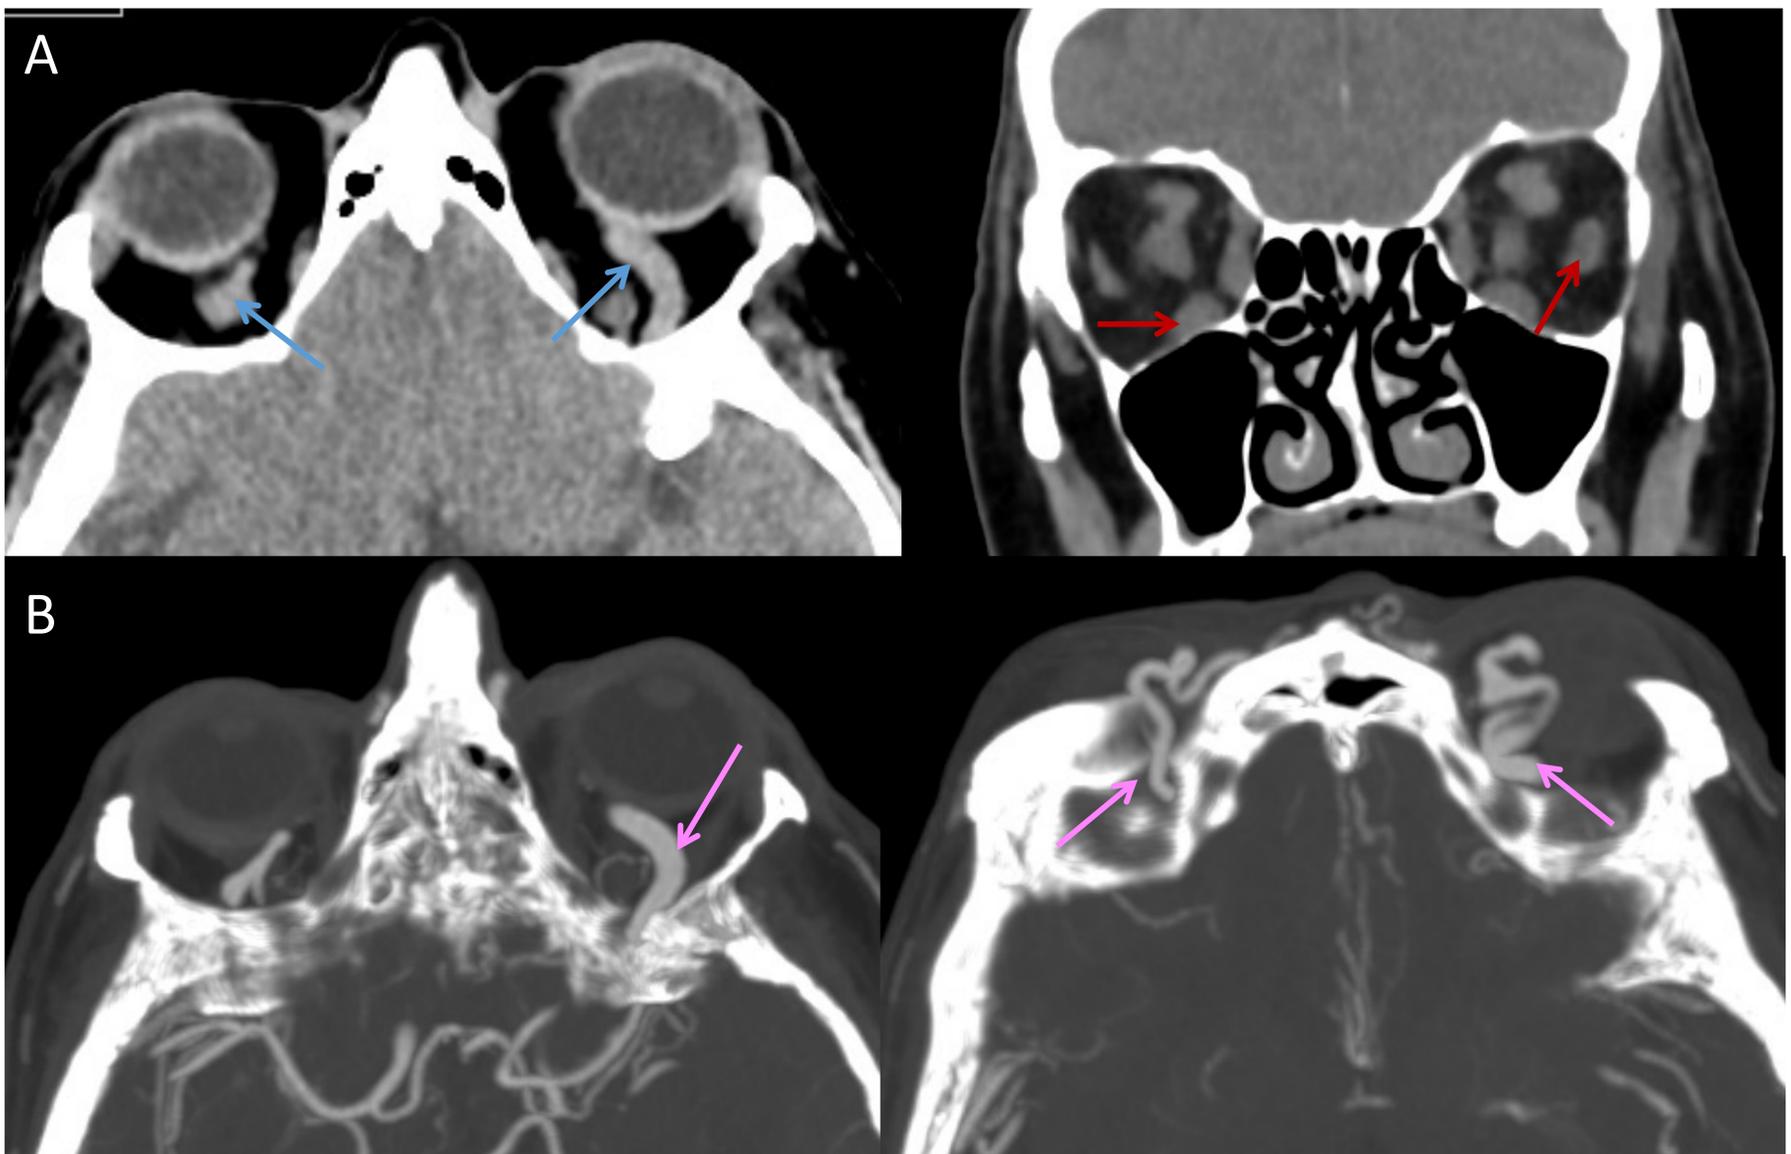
Fístula carótido-cavernosa. Paciente que acude a urgencias con cefalea retroocular, exoftalmos pulsátil y pérdida de la agudeza visual. A) Se solicita un TC craneal basal que demuestra dilatación de ambas venas oftálmicas (→) con engrosamiento bilateral de toda la musculatura ocular extrínseca (→). B) Ante la sospecha de fístula carótido-cavernosa se completa estudio con angio-TC visualizándose un relleno precoz, así como dilatación de ambas venas oftálmicas (→) y periorbitarias existiendo mayor tortuosidad en el lado izquierdo.
